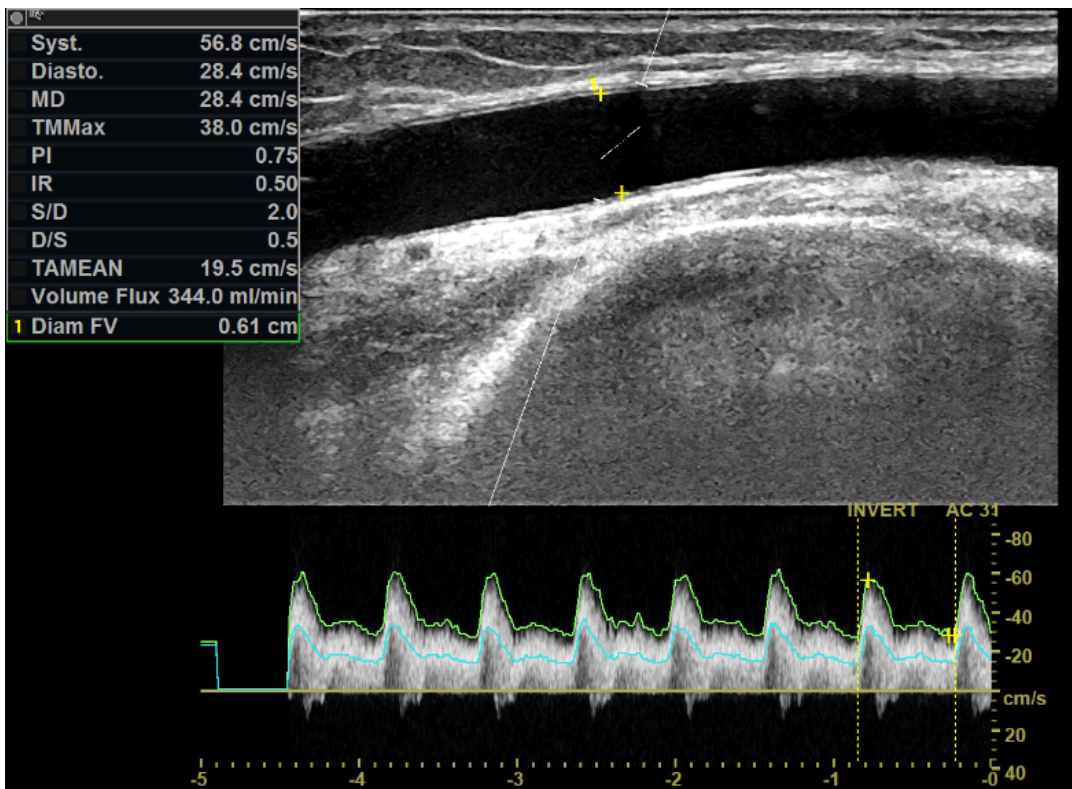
Doppler pulsé, montre un débit à 344ml/min
